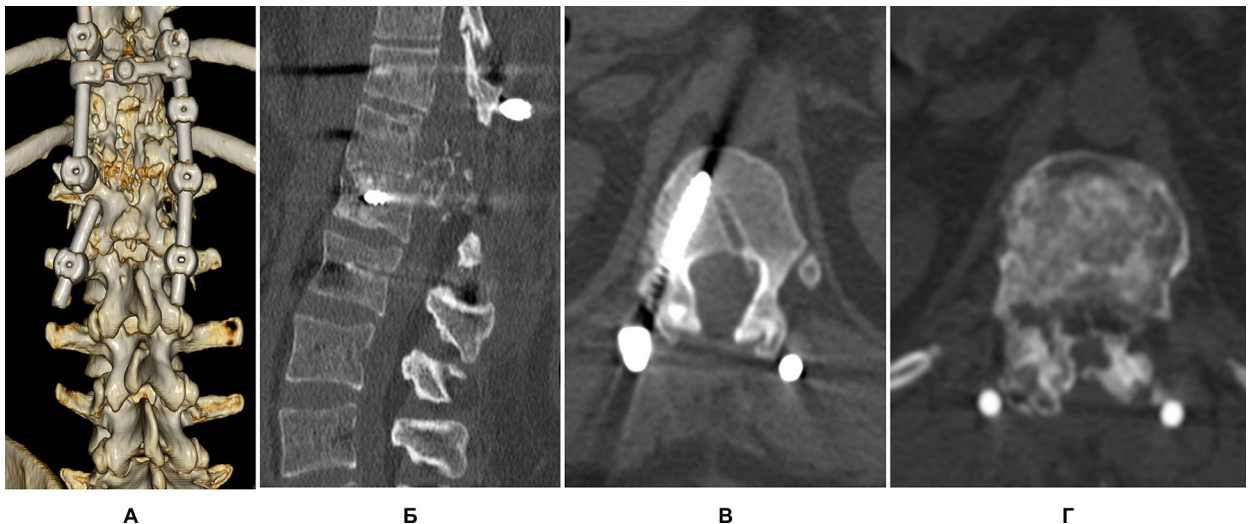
Комп'ютерна томографія через 3 роки 7 міс після травми: А – тривимірна реконструкція, вигляд ззаду; Б – сагітальна реконструкція; В – зріз на рівні хребця Th12; Г – зріз на рівні міжхребцевого диска Th12-L1
